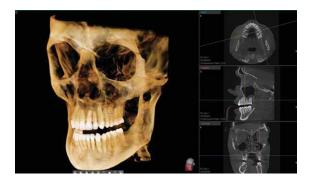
4 Tomografía Cone Beam 3D
